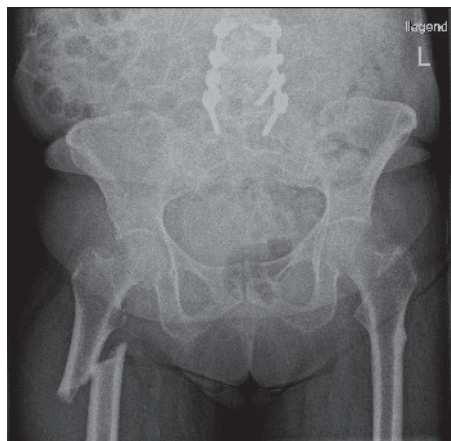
Radiographie du bassin en incidence antéro-postérieure. Vue d'ensemble du bassin avec fracture fémorale atypique complète à droite et spondylodèse à hauteur de L3–S1. Épaississement de la corticale du fémur gauche au niveau de la face latérale de la diaphyse fémorale proximale.
